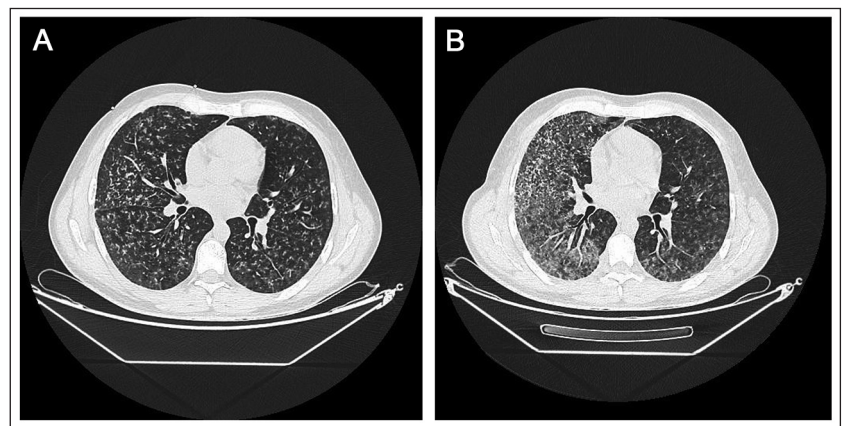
(A) Tomografía de tórax al ingreso y (B) 48 horas después. (A) Extenso patrón micronodular difuso bilateral, algunos con morfología de “árbol en brote” y marginados por “vidrio esmerilado”. (B) Se observa el mismo patrón con progresión de los infiltrados pulmonares.
